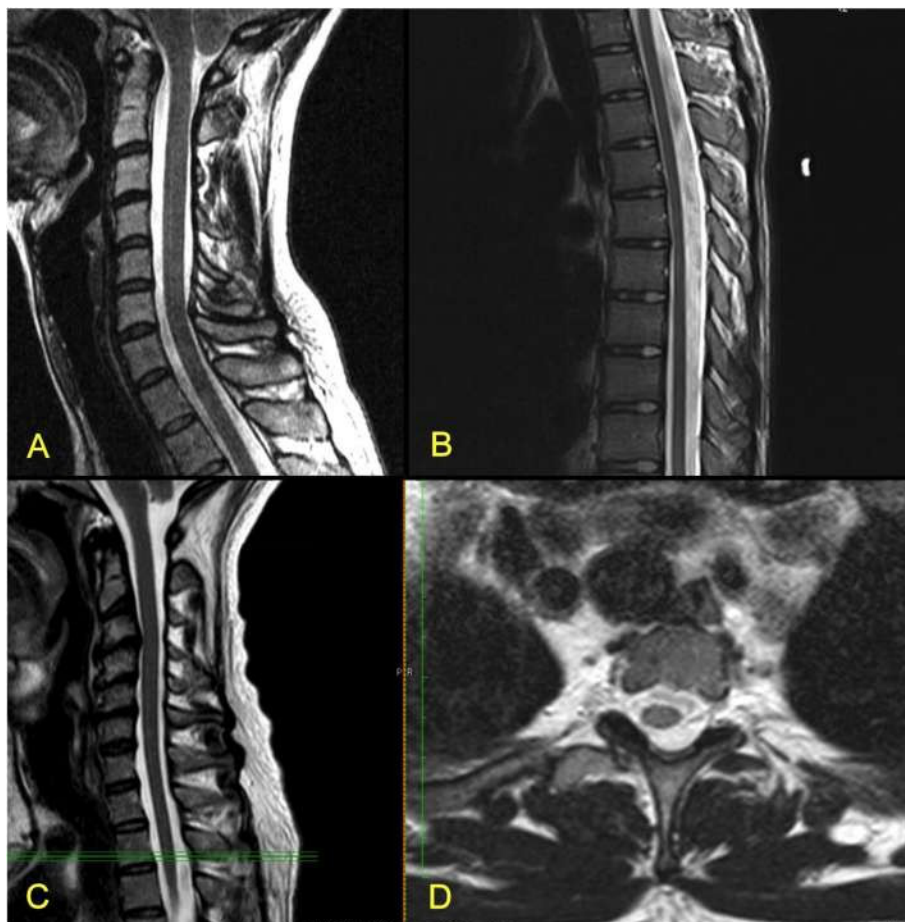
Снимки МРТ, показывающие признаки натянутого спинного мозга (А, С – спинной мозг в шейном отделе; В – спинной мозг в грудном отделе) и смещенный в сторону спинной мозг (D, отмечен зелеными линиями в С)
